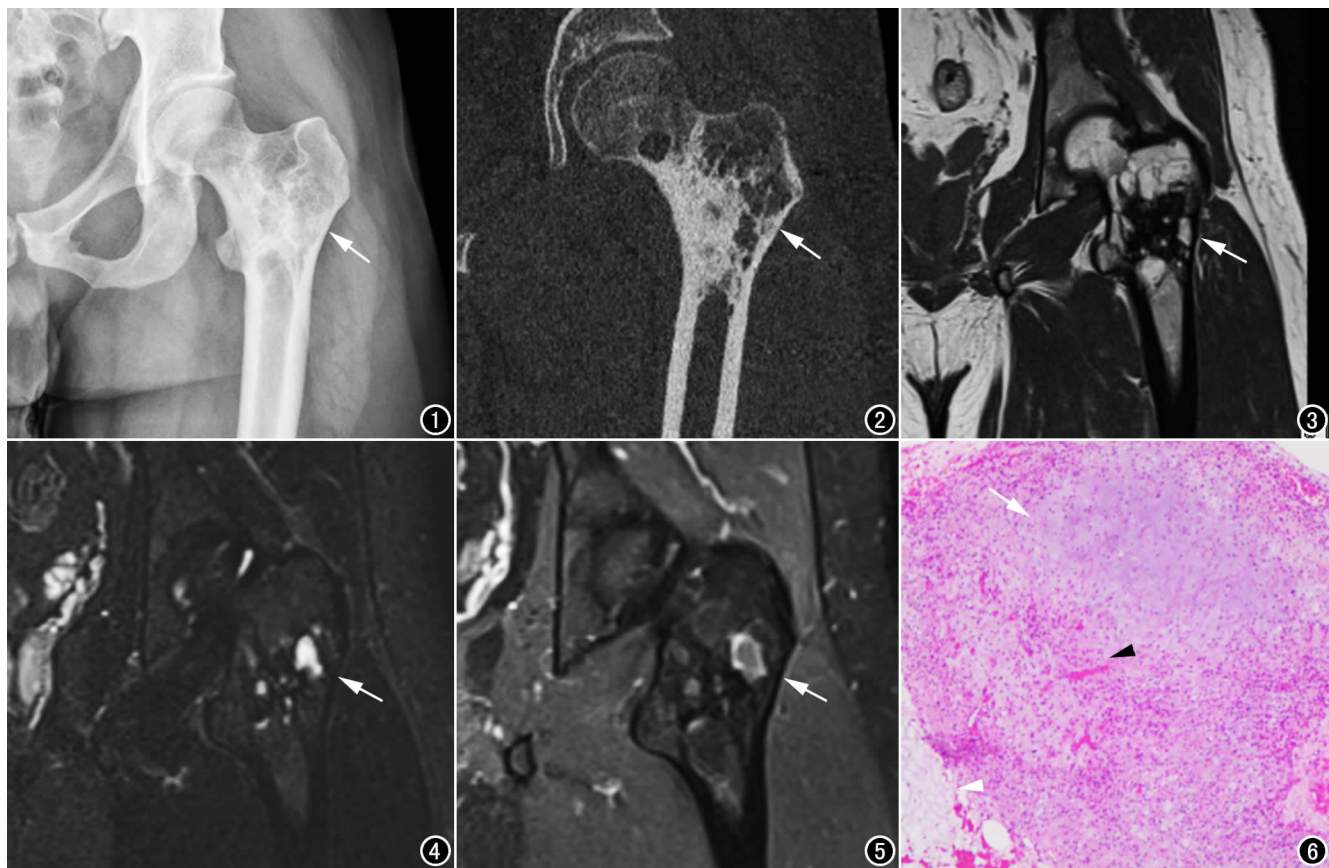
X线平片示左侧股骨粗隆区见混杂密度病灶,内见较大范围骨化区及囊变(箭)。图2 CT冠状面重组图示左侧股骨近段粗隆处大片状骨化密度区,周围见多房样低密度区(箭),局部CT值为-128HU。
